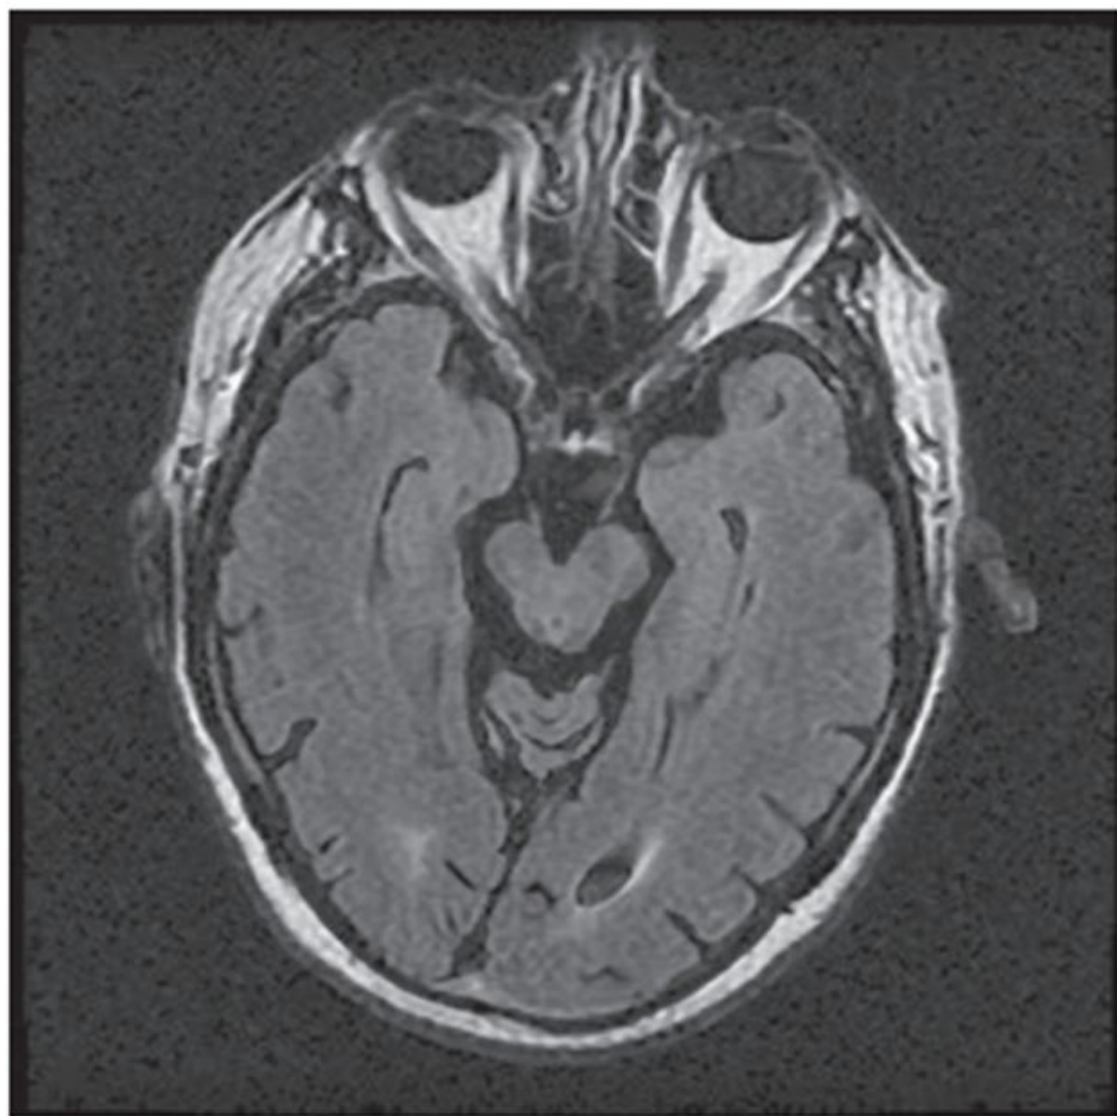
Axial FLAIR MR image in a patient with the corticobasal syndrome, showing asymmetric atrophy of the cerebral peduncles.
